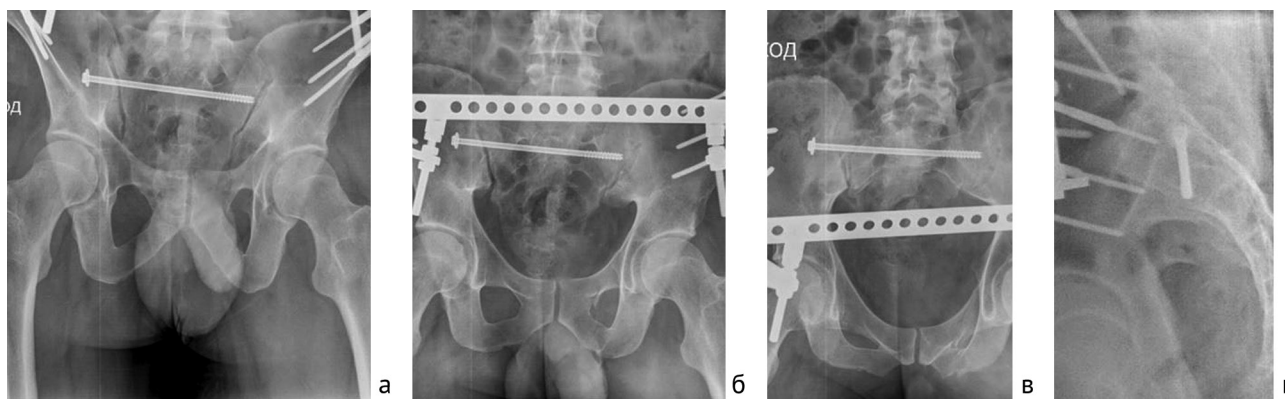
Рентгенограммы таза в 4-х проекциях после повторного оперативного вмешательства: а — проекция outlet; б — обзорная проекция; в — проекция inlet; г — крестец в боковой проекции
